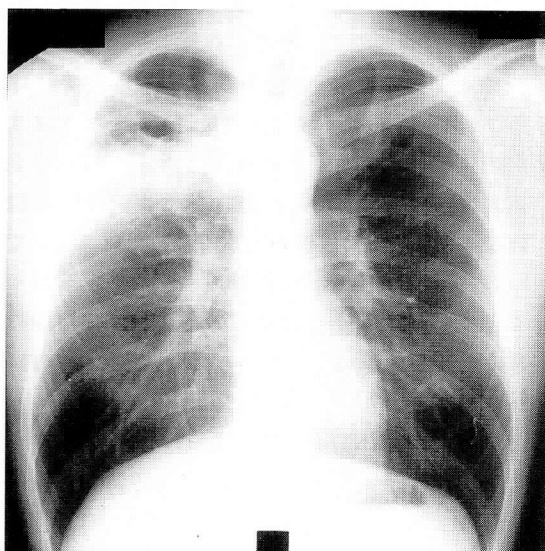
Plain chest X-ray film of a patient with lung cancer sequentially detected to nontuberculous mycobacteriosis of the lung. A cystic change of the right upper lobe with consolidation had been diagnosed as *M. intracellulare* disease. After 2 months administration of anti-tuberculous agents, the consolidation was not improved. Resection of the right upper lobe revealed that the consolidation consisted of mycobacteriosis and lung cancer (atypical carcinoma).
